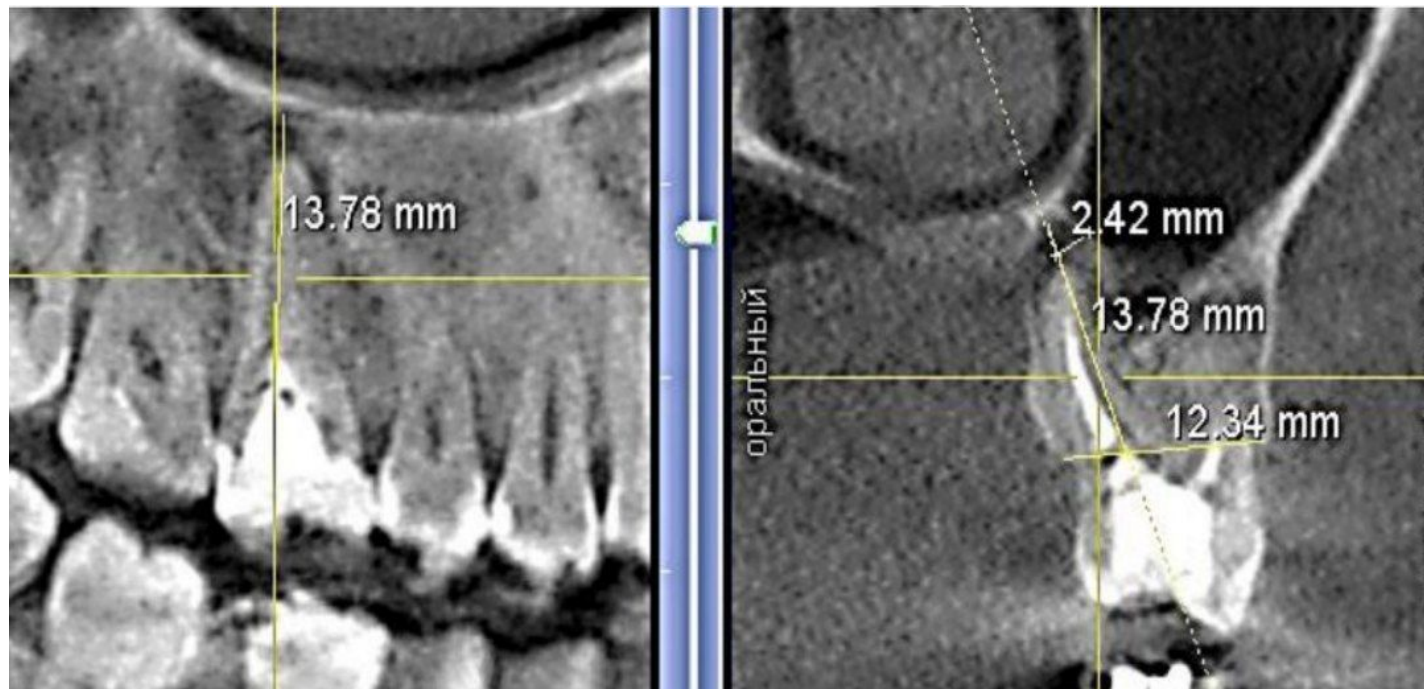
Рентгенометрия в проекции планируемого вмешательства (по небному корню зуба 1.6): определение высоты, ширины альвеолярного отростка, длины имплантата
